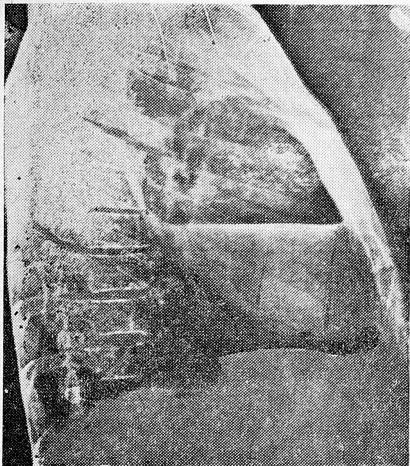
Левая боковая электрорентгенограмма грудной клетки. Большой абсцесс левого легкого.
